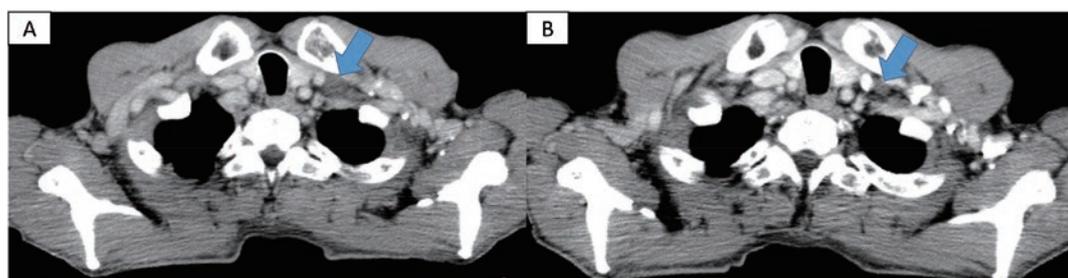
一次化学療法8コース施行後の造影CTで14mm大のVirchowリンパ節腫大を認めた(A)。二次化学療法としてwPTXを7コース施行後の造影CTでVirchowリンパ節は8mm大に縮小していた(B)。
